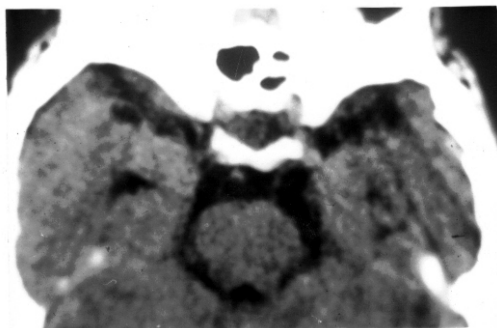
TC sin contraste de una mujer de 65 años de edad con EP esporádica, mostrando aterosclerosis en las carótidas supraclínoideas, arteria basilar y atrofia bitemporal anteromedial, de predominio izquierdo
